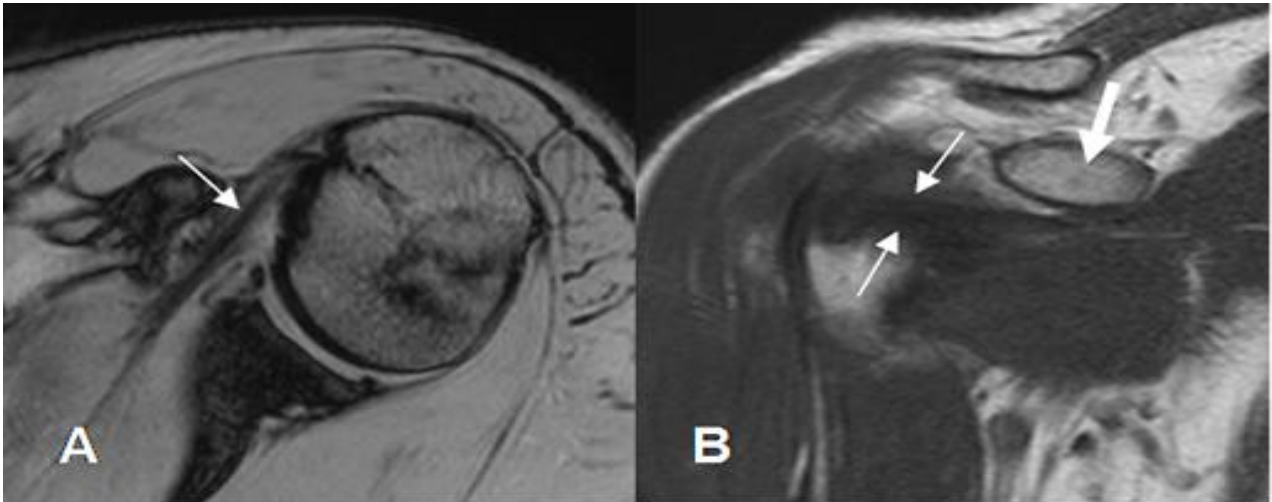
Tendón del subescapular normal. A: RM axial en FFE y B: RM coronal en T1. Inserción en la tuberosidad menor. Su relación con la apófisis coracoides (flecha gruesa), ayuda a diferenciarlo del redondo menor.
